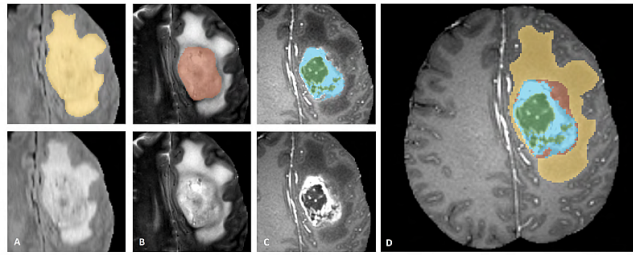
Segmentación manual de una imagen de RM realizada por los expertos en anotación. Arriba a la izquierda se muestran las estructuras que se pueden distinguir en las diferentes modalidades de imagen, siendo la imagen de la derecha la segmentación final de la imagen. De izquierda a derecha: tumor completo visible en secuencia FLAIR (A), el núcleo del tumor visible en T2 (B), las estructuras del tumor remarcado, en azul, rodeando a la parte necrótica, en verde, ambas visibles en la T1 con contraste (C). Estas componentes se combinan para generar la segmentación final de las estructuras del tumor (D). Fuente: [18].
